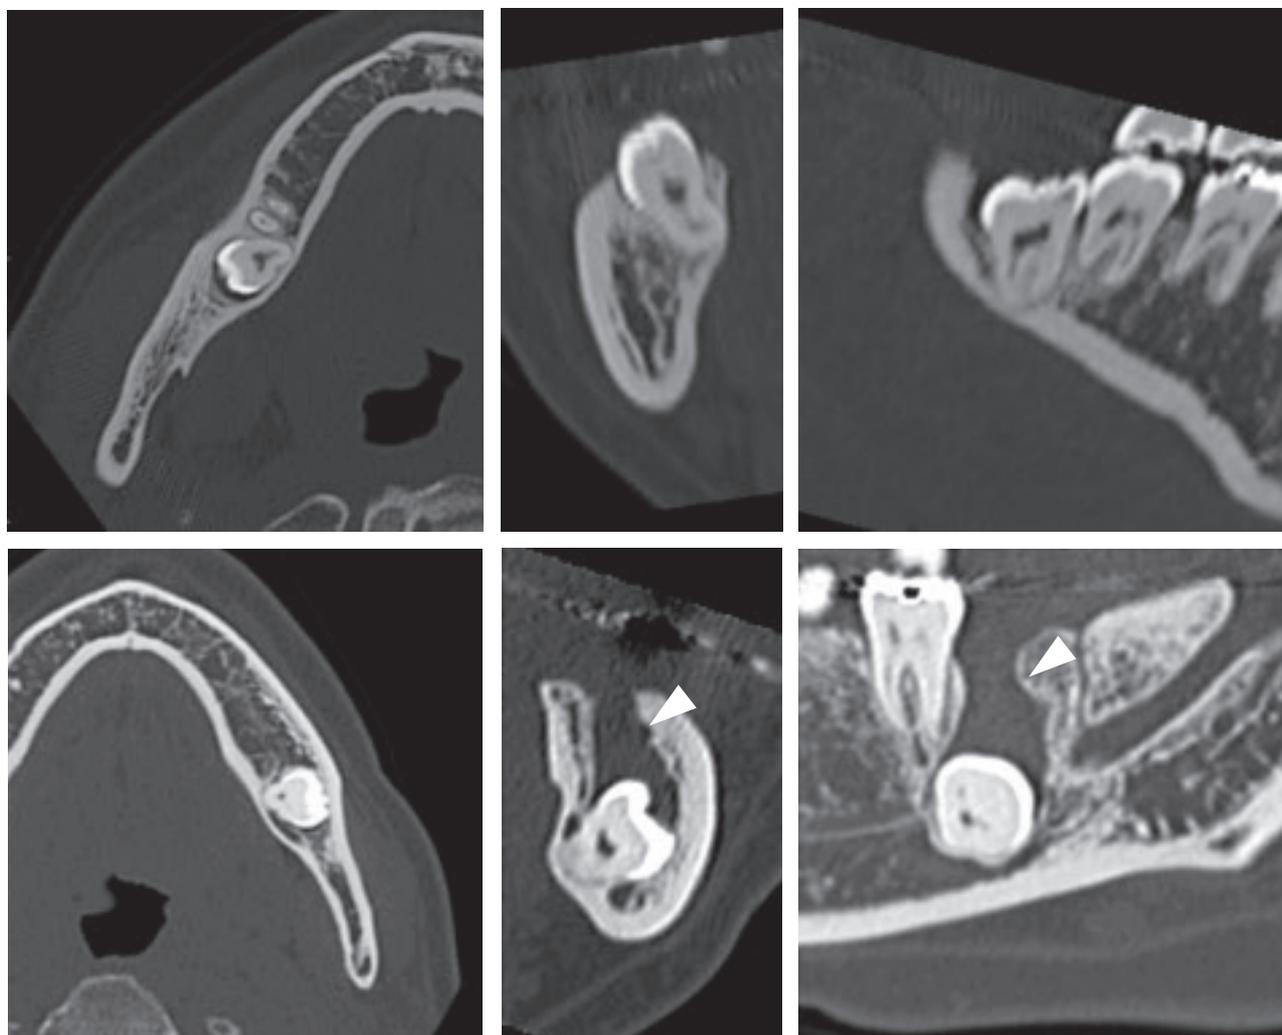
CT画像(上段：下顎右側智歯，下段：下顎左側智歯)
